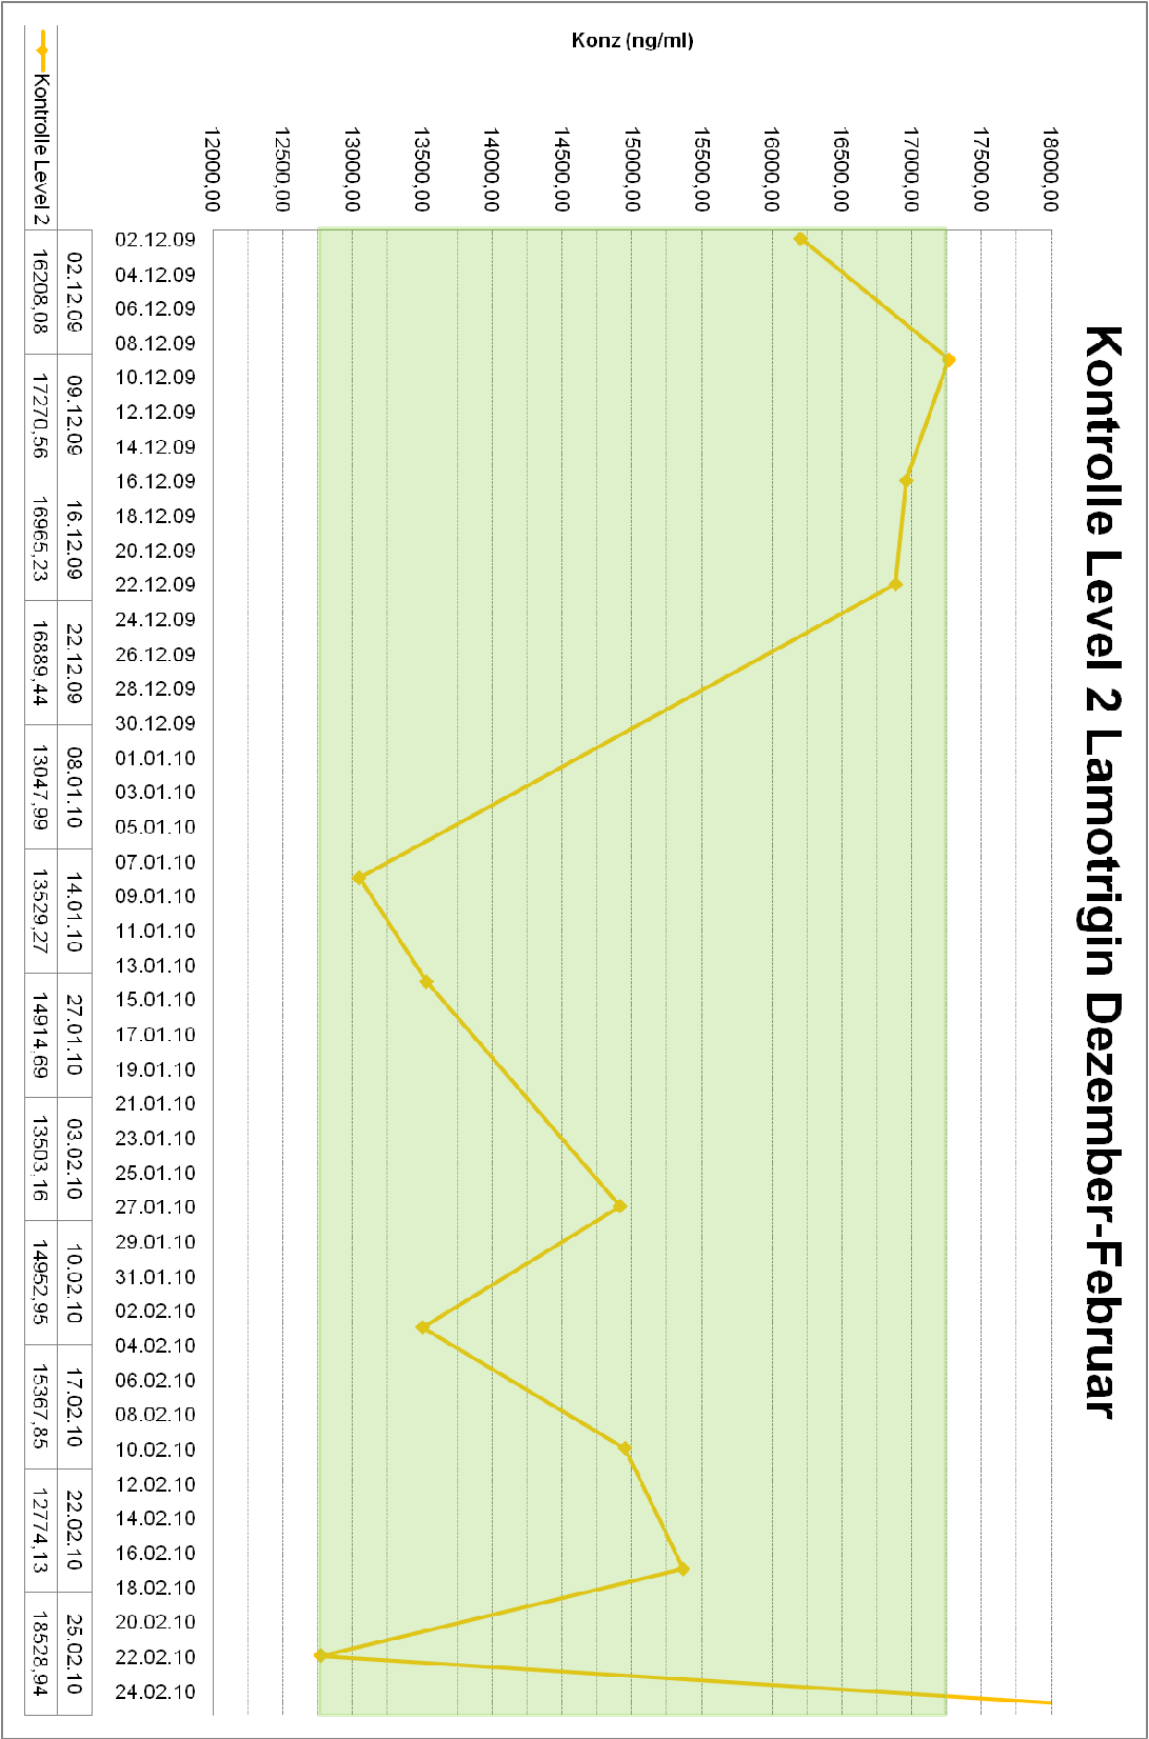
Kontrolle Level 2 Lamotrigin Dezember-Februar (TDM 1a)
